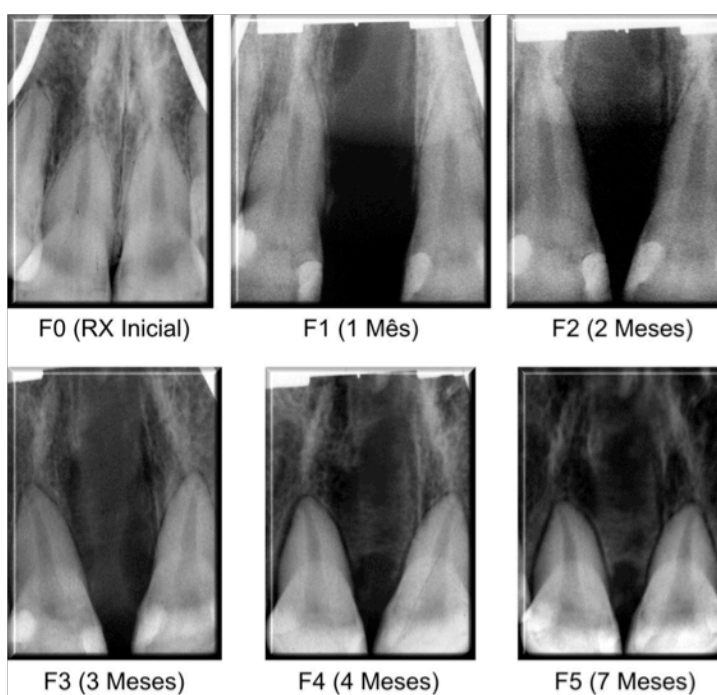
Radiografias digitais SPM anterior do paciente 12, nos tempos medidos no pré-operatório (F0), um mês pós-operatório (F1), dois meses (F2), três meses (F3), quatro meses (F4) e sete meses (F5) do grupo controle.
